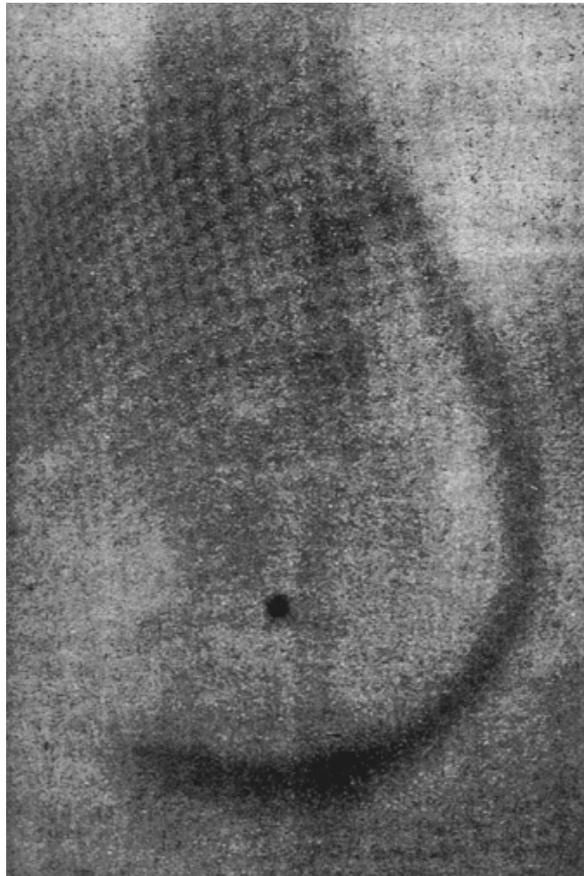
E. Lindemann, April 1897; Röntgenaufnahme des Abdomens mit Kupferdraht versehener Magensonde, Lage des Bauchnabels mit Fünfpfennigstück markiert. (124)
